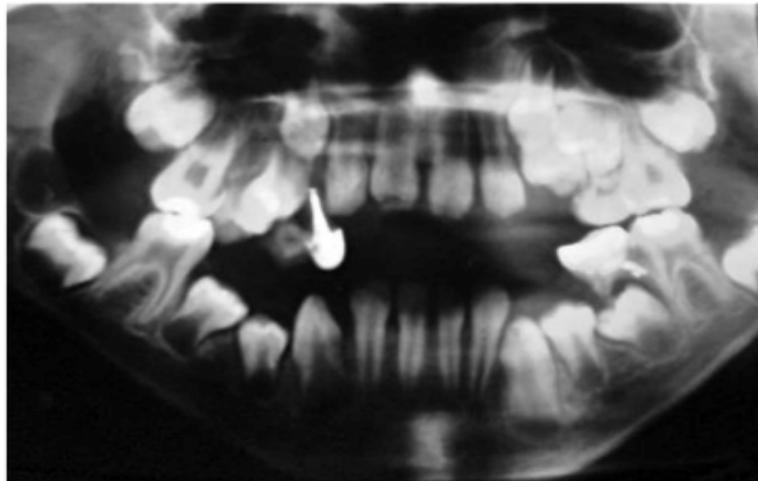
Radiographie panoramique (29)
